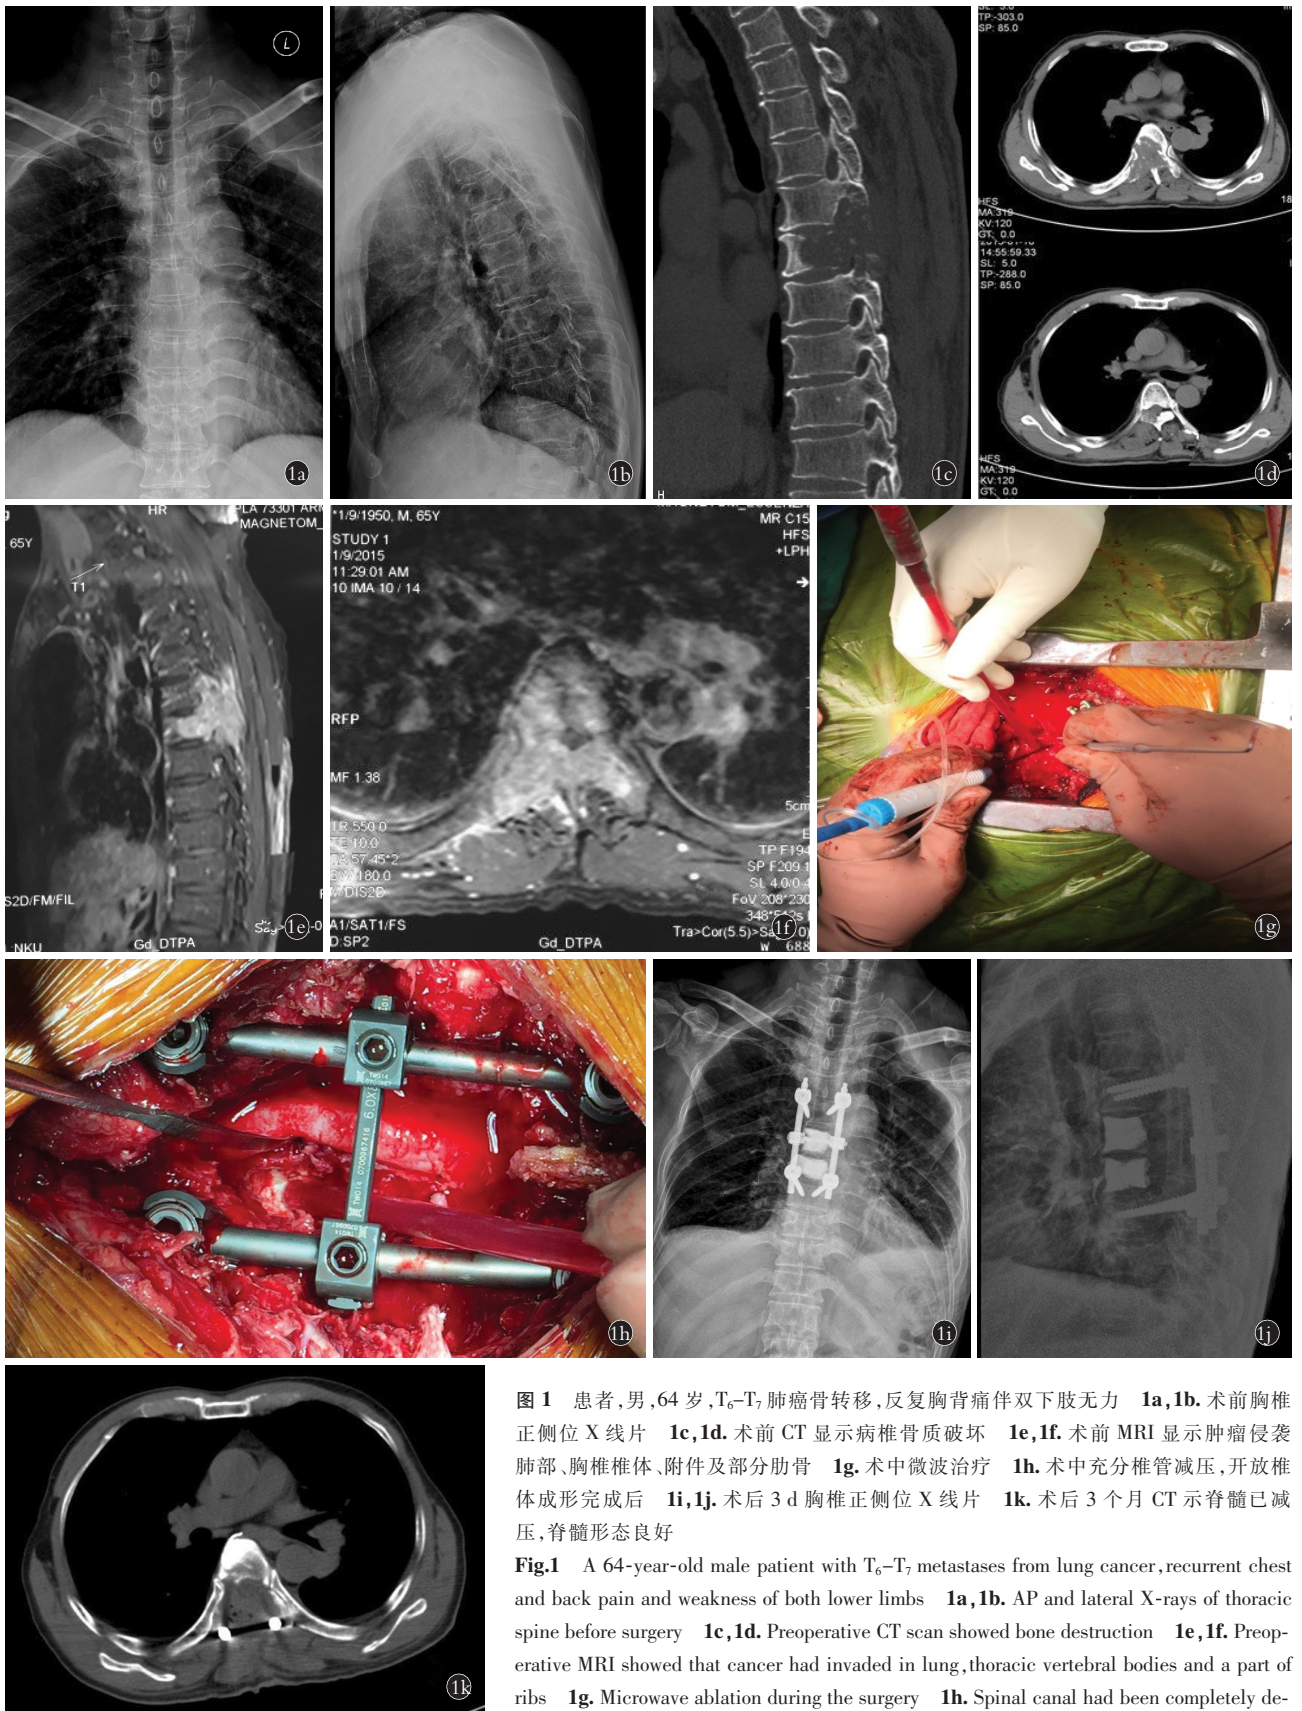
患者,男,64岁,T₆-T₇肺癌骨转移,反复胸痛伴双下肢无力 1a,1b.术前胸椎正侧位 X 线片 1c,1d.术前 CT 显示病椎骨质破坏 1e,1f.术前 MRI 显示肿瘤侵袭肺部、胸椎椎体、附件及部分肋骨 1g.术中微波治疗 1h.术中充分椎管减压,开放椎体成形完成后 1i,1j.术后 3 d 胸椎正侧位 X 线片 1k.术后 3 个月 CT 示脊髓已减压,脊髓形态良好
